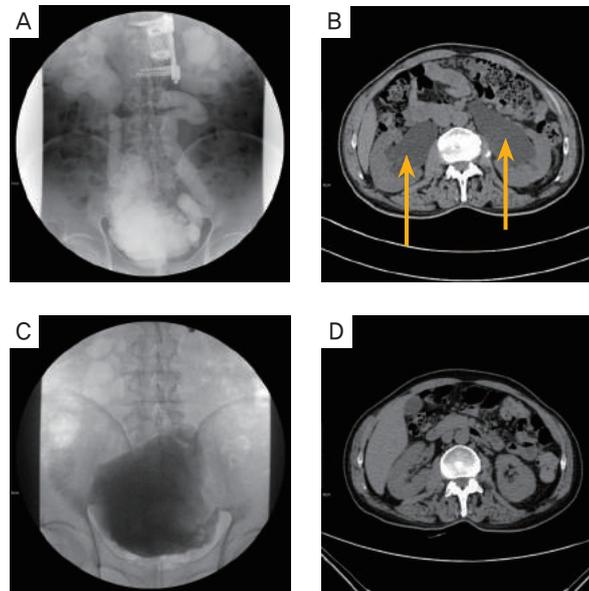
(A) 수술 전 방광촬영, (B) 수술 전 CT에서 양쪽 신장으로 인한 역류가 관찰되고 수신증(양측 화살표)이 아주 심하다. 방광확대성형술 (C) 수술후 방광촬영에서 역류는 사라지고 방광이 아주 커졌다. (D) 수술후 CT에서 수신증은 사라졌다.
